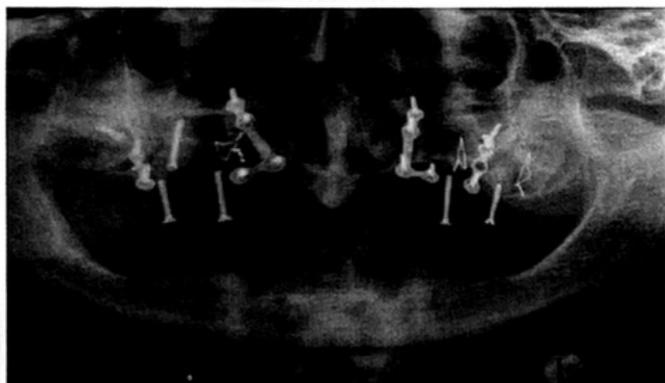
La tomografia post-operatoria che evidenzia il notevole incremento verticale assunto dalla cresta
